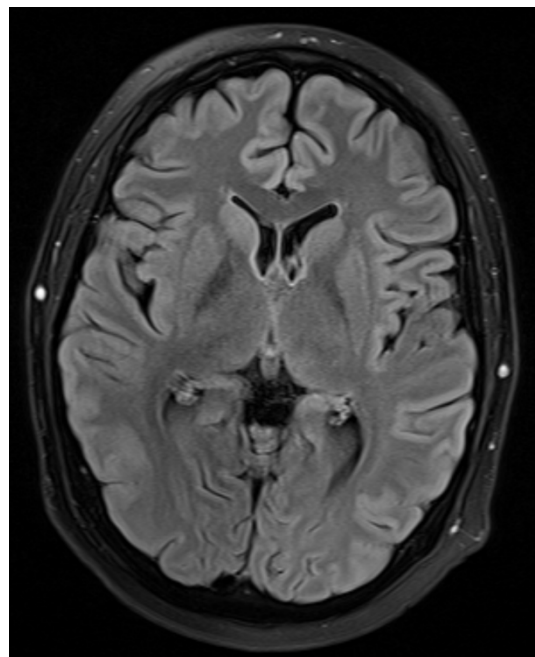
Beispiel Atrophie 1: Grad 1 – FLAIR
